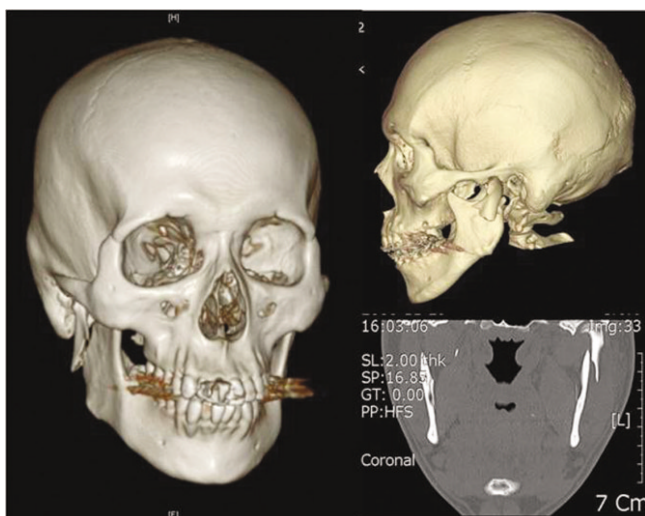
A computed tomography image of lateral-overridden subcondyle fracture in a patient.
